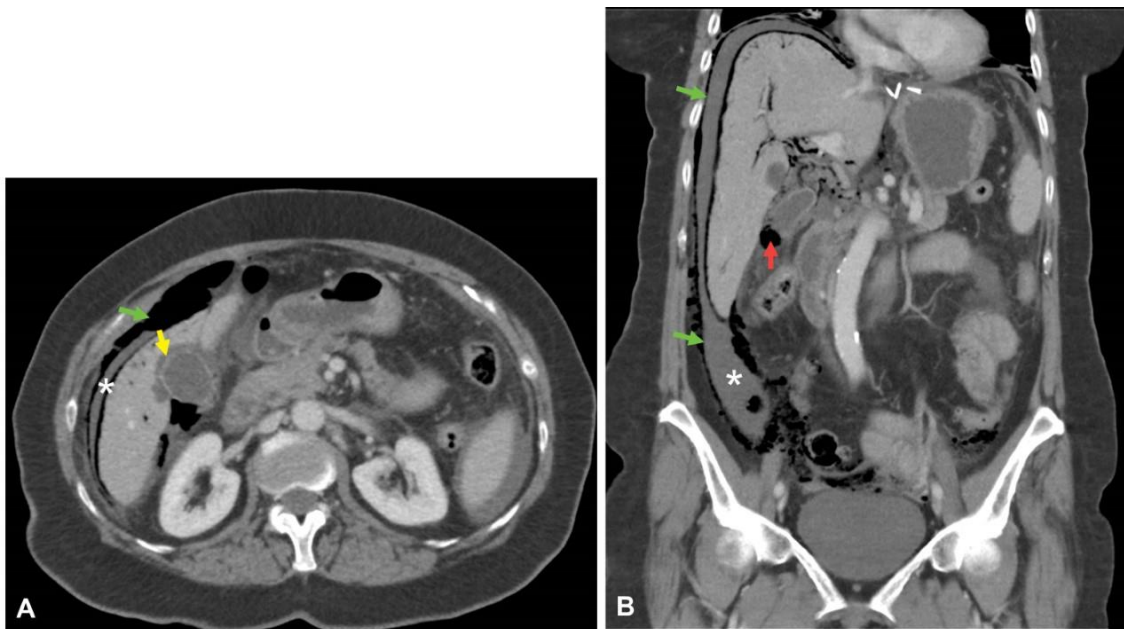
TC abdominopélvica con civ en fase portal en planos axial (A) y coronal (B). Vesícula biliar parcialmente replecionada con engrosamiento generalizado de su pared (flecha amarilla). Burbujas de gas intraluminales y solución de continuidad en el fundus vesicular (flecha roja). Burbujas de neumoperitoneo adyacentes que se extienden por la gotiera parietocólica ipsilateral (flechas verdes). Moderado coleperitoneo (asteriscos).
